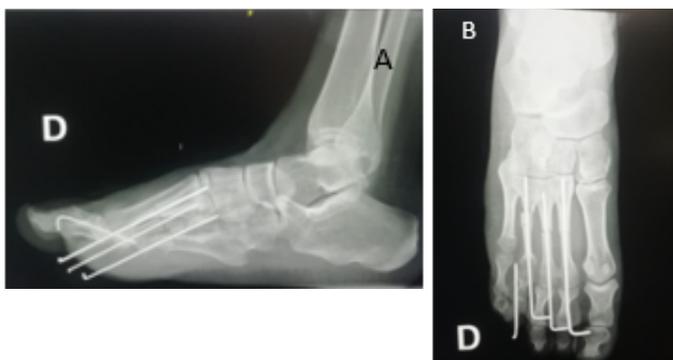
A y B: Radiografías postoperatorias. Se observa la fijación del injerto intercalar y de las osteotomías. Fijación del 4º dedo con agujas de Kirshner
